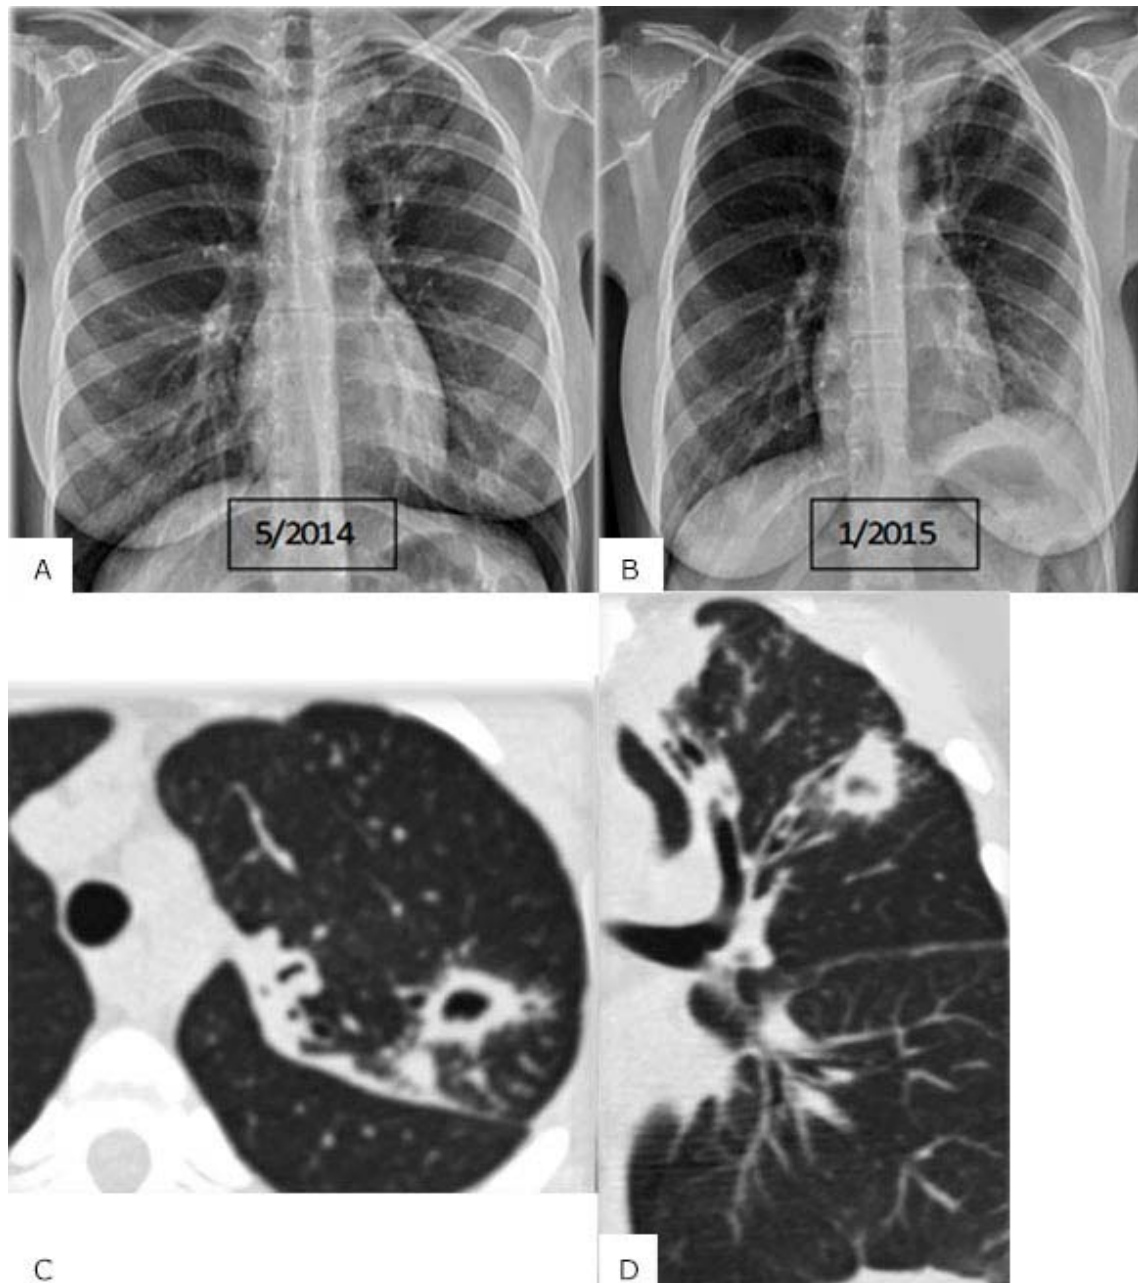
Paciente No. 2. Observe en A lesiones nodulillares en vértice izquierdo y ocho meses después, en B, las lesiones son más densas, con elevación del hemidiafragma y presencia de derrame pleural. C y D muestran en la TAC presencia de cavidades y patrón de “árbol en brote” sugestivo de infección.
